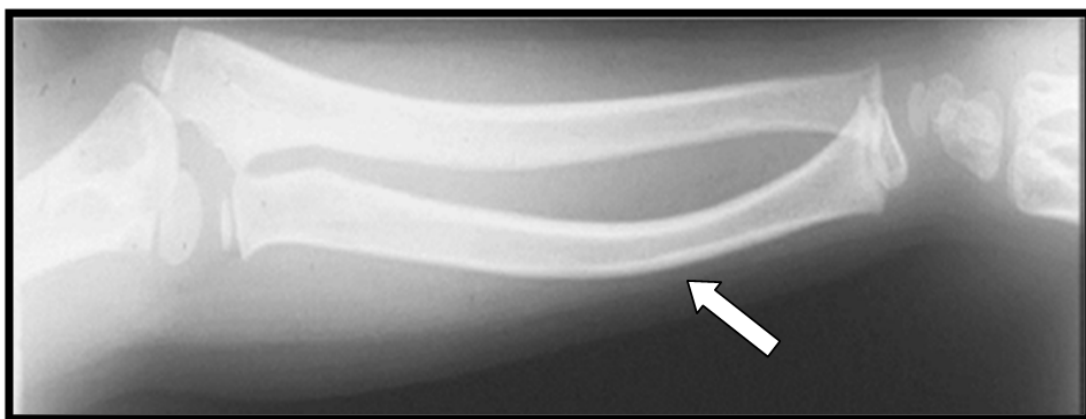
Radiographie de l'avant-bras de face d'un enfant âgé de 11 ans objectivant une déformation plastique des 2 os de l'avant-bras.
